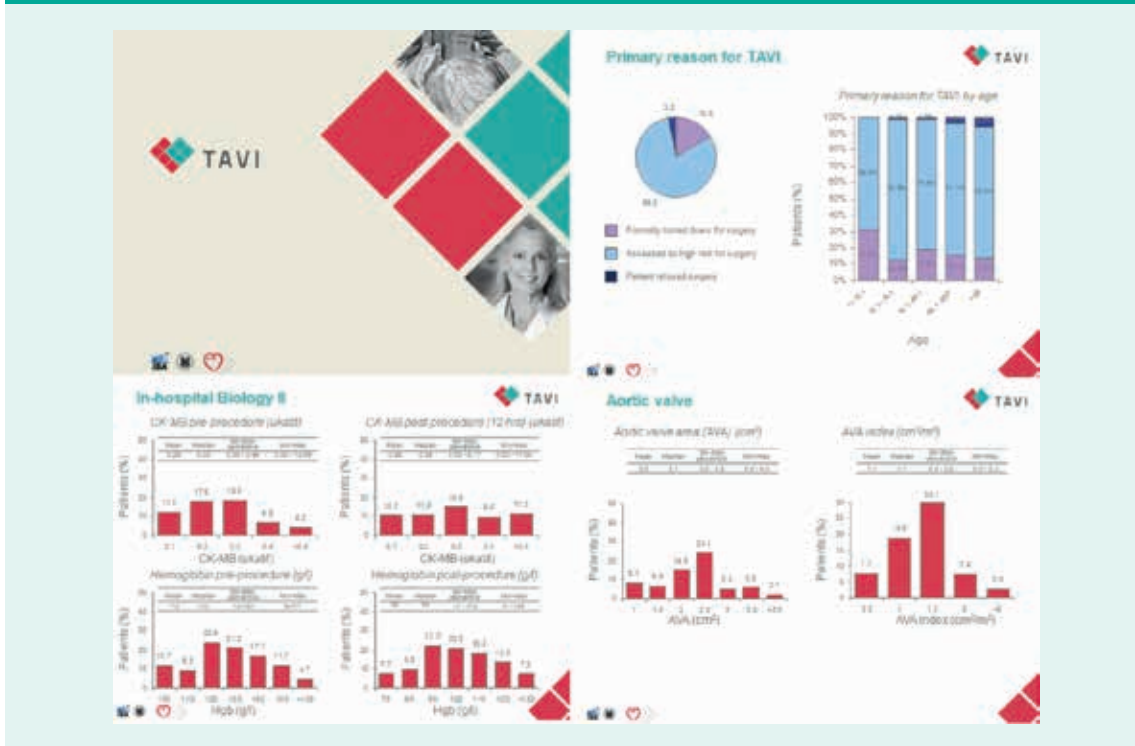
Výsledky echokardiografického vyšetření (ponecháno v původním jazyce)
